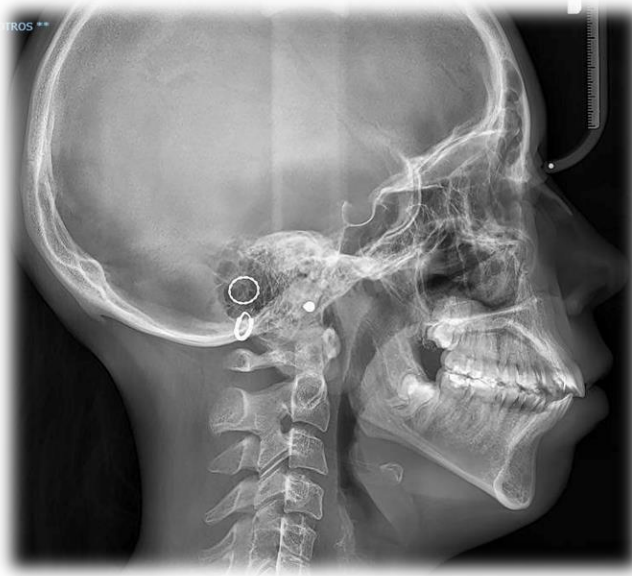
teleradiografía.
